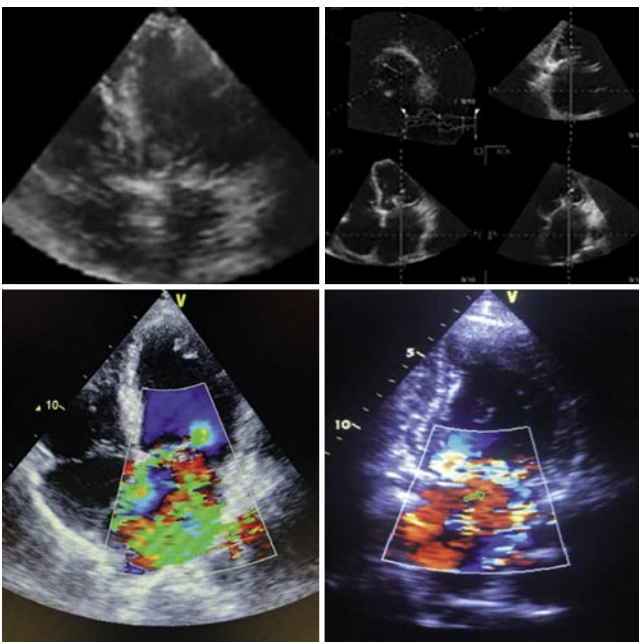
Эхокардиографическая картина порока МК с выраженной недостаточностью в апикальной (слева) и четырехкамерной позициях (справа).
